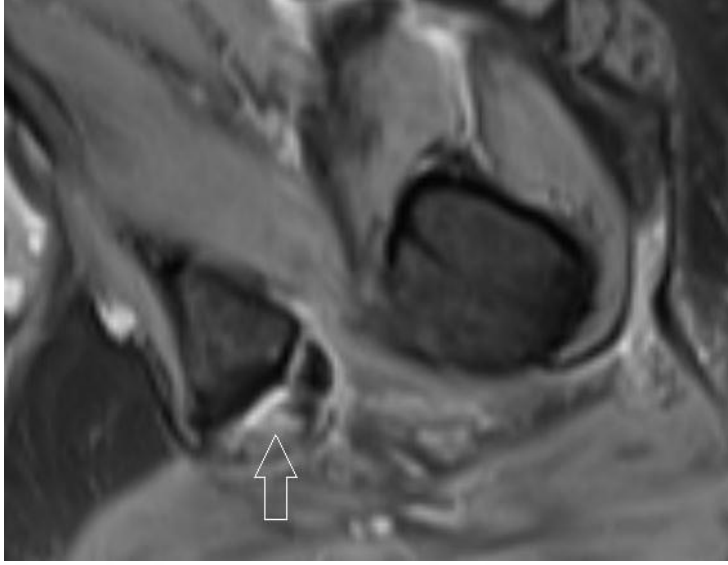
KF kasında izlenebilen MRG bulguları. A) YB transvers PD incelemede KF kasında ödematöz sinyal değişiklikleri izlenmektedir. B) T1A transvers incelemede solda İFM ve KFM'de daralma, KF kasında yağlı infiltrasyon ve atrofi izlenmektedir.
